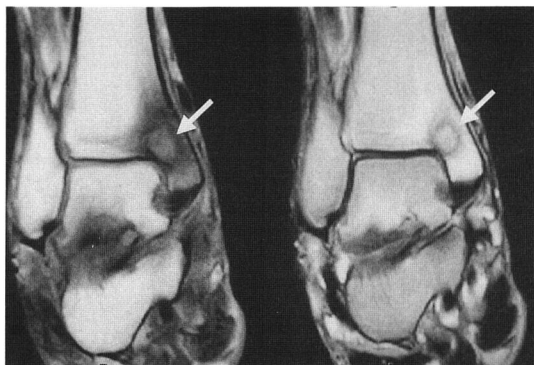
At coronal section of right ankle MRI the lesion shows the low signal intensity on a T1-weighted image(left side) and high signal intensity on a T2-weighted image (right side) at distal tibia.
